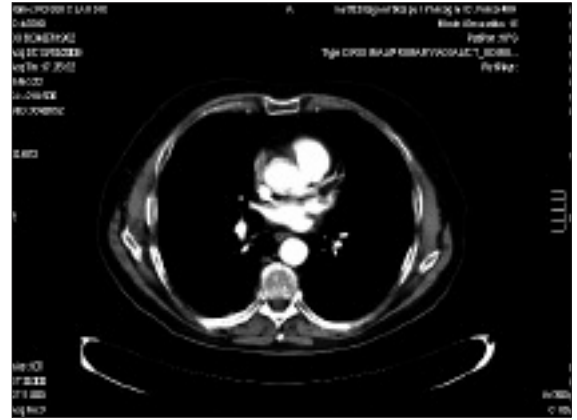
TAC polmonare in corso di trattamento, dopo 11 settimane di terapia.
